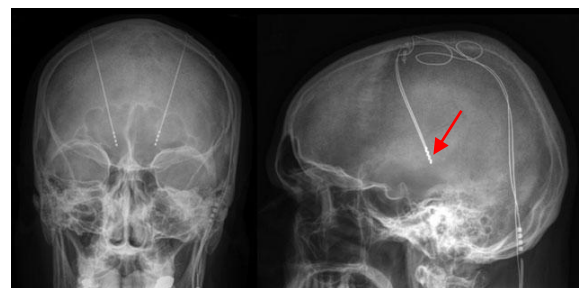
Radiografias em Pósterio-Anterior e Perfil do crânio. As setas a vermelho mostram o trajecto dos eléctrodos de neuroestimulação. Fonte: ¹²
